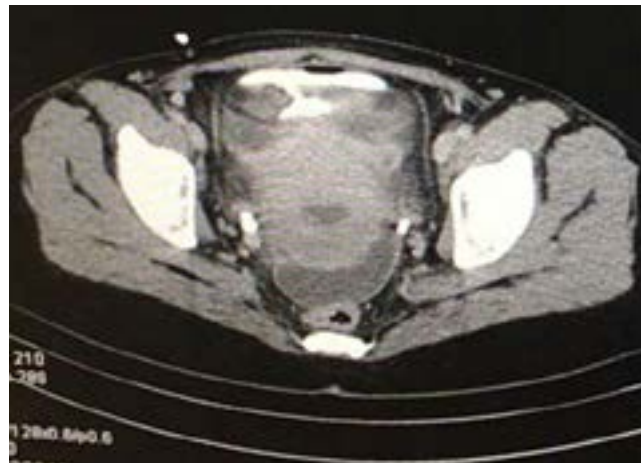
Axial computed tomography images showed free fluid in the Douglas pouch and intraperitoneal extravasation of intravenous contrast consistent with urinary bladder rupture.
